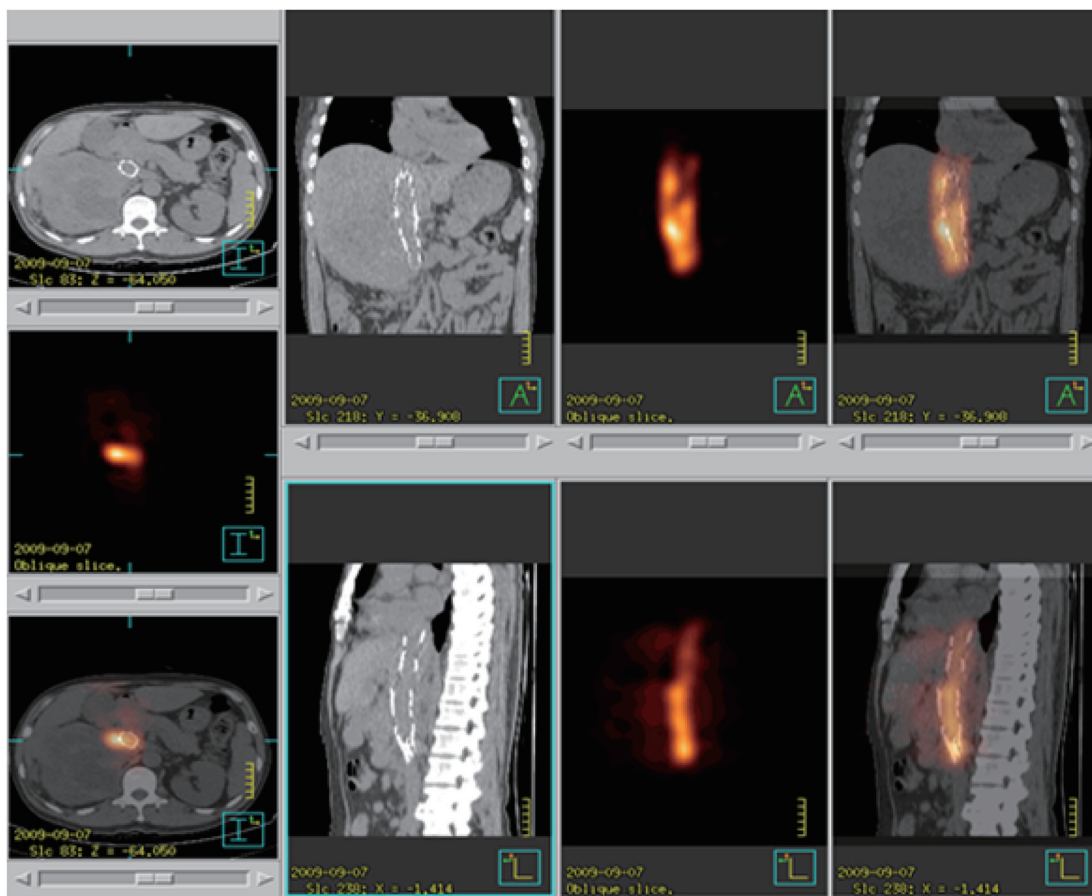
术后第 1 天 SPECT/CT 显示  $^{125}\text{I}$  粒子辐射分布范围
